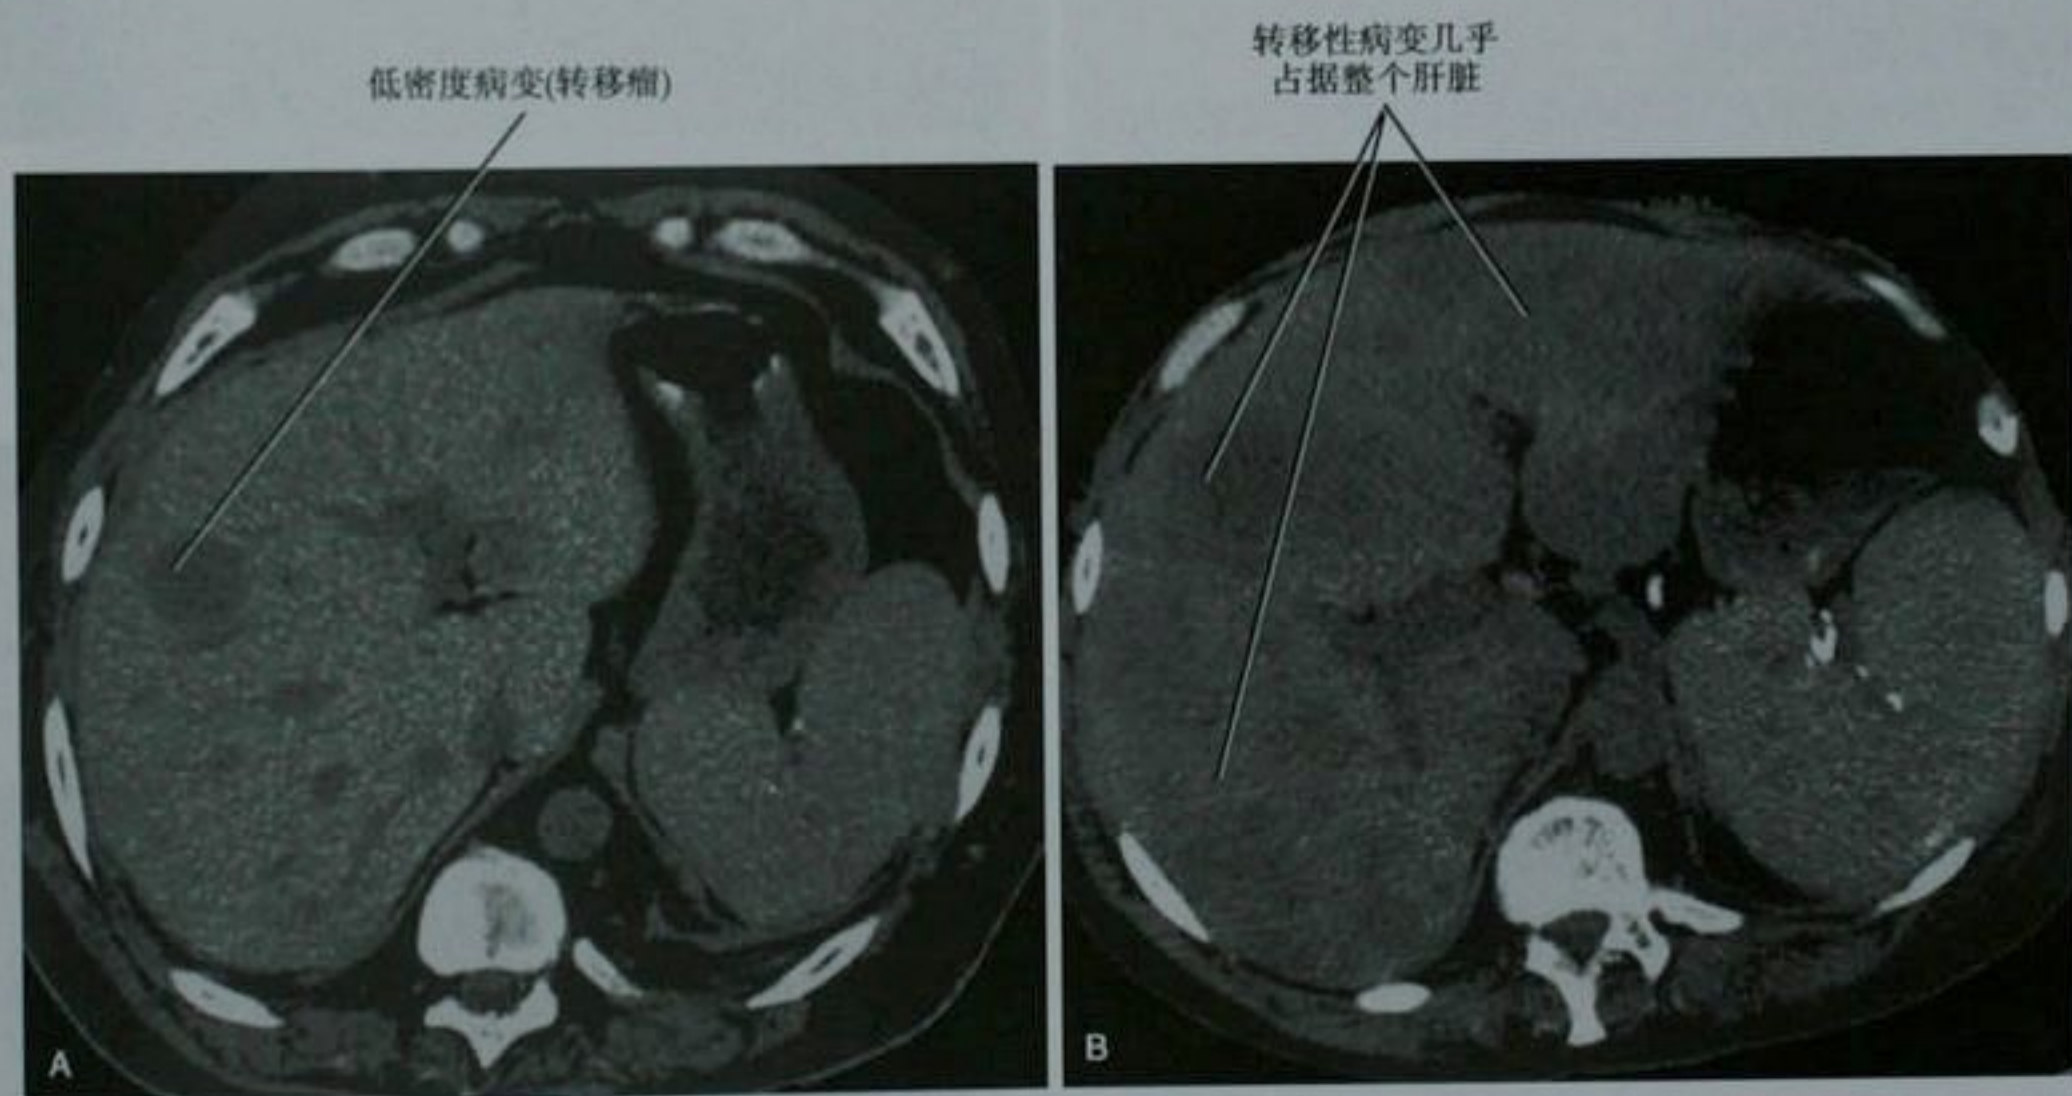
最初的(A)和大约 8 周以后的(B)肝脏平扫轴位 CT 图像显示低分化转移性膀胱癌的快速生长
